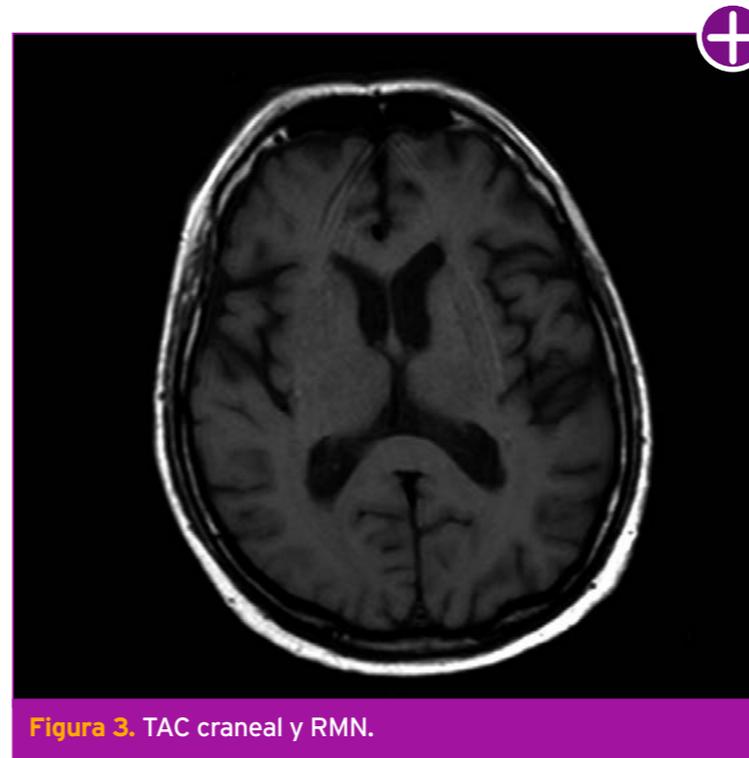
TAC craneal y RMN.
